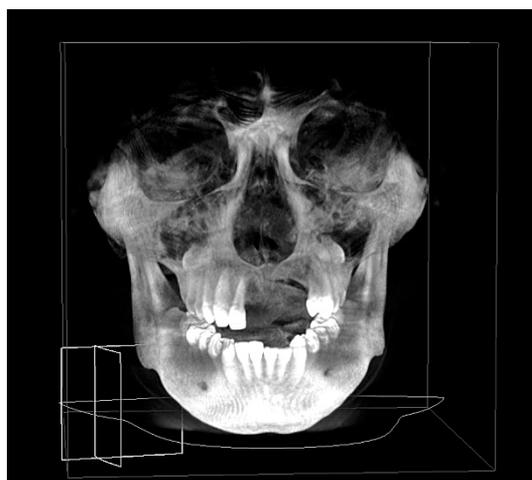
КТ больного Г., 15 лет, после взрыва электронной сигареты (вейпа) в разных проекциях.
